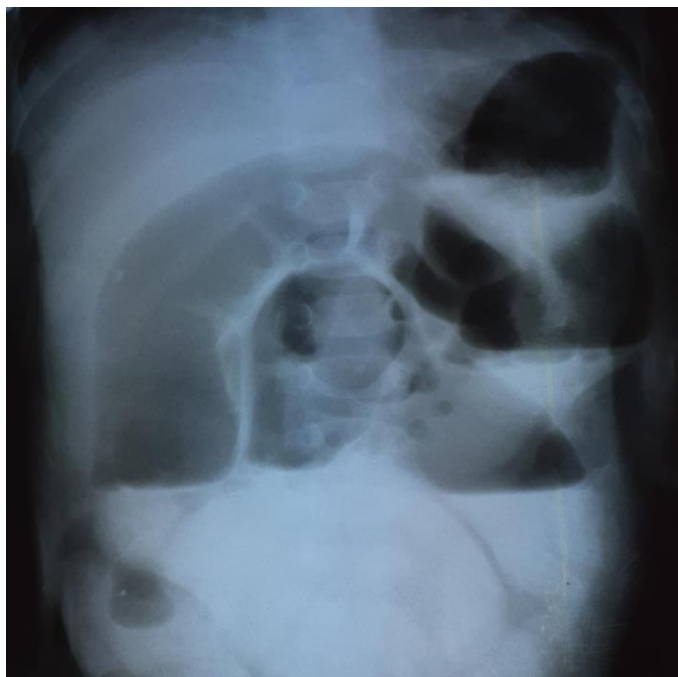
Обзорная рентгенограмма брюшной полости у ребенка с III стадией ОСКН
